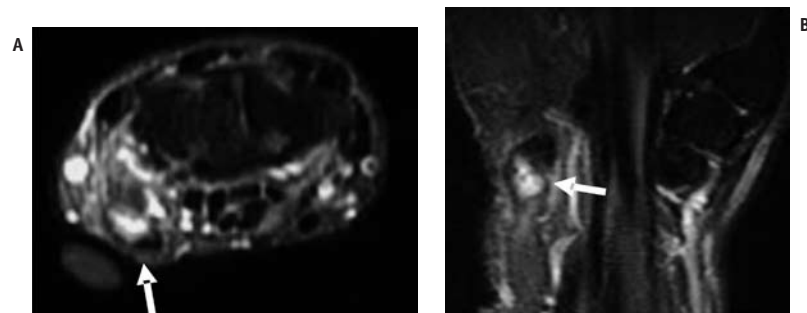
RM do punho no plano axial (A) e coronal (B), ponderadas em T2 com saturação de gordura. Junto ao marcador cutâneo (local de dor referido pelo paciente) nota-se hipersinal intra-substancial na inserção do tendão flexor ulnar do carpo no osso pisiforme, compatível com ruptura insercional (setas).
